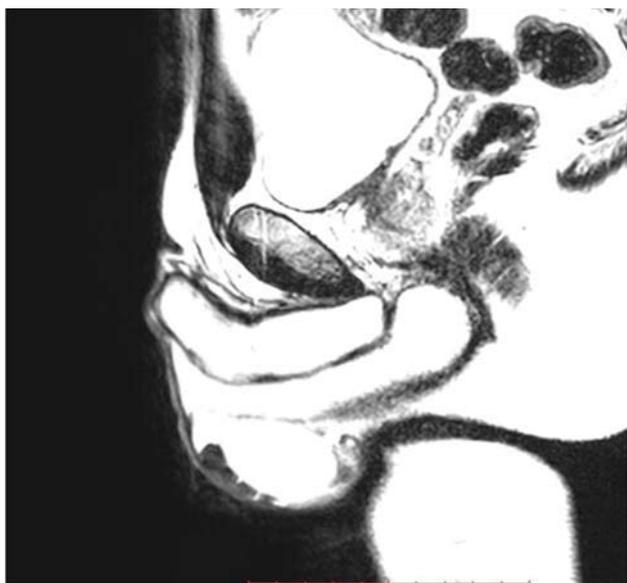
МР-томография малого таза.
